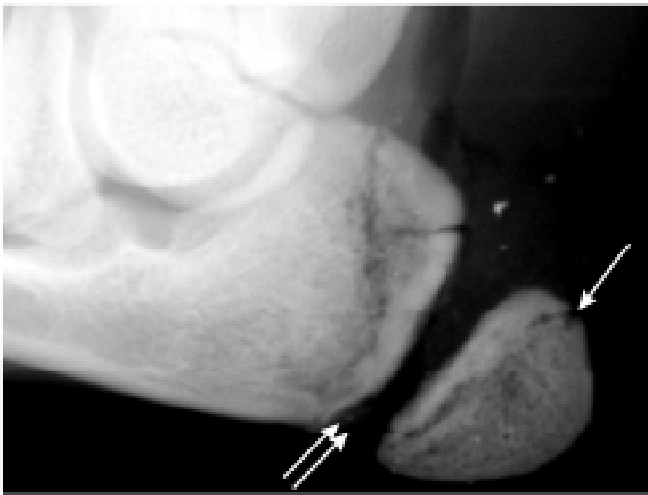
Цифрова мікрофокусна рентгенограма ліктьового суглоба з 7-кратним збільшенням зображення: чорні стрілки — лінії перелому ліктьового відростка; біла стрілка — лінія перелому ядра скостеніння ліктьового відростка; зона росту клиноподібної форми; подвійна біла стрілка — лінія перелому росткової зони
